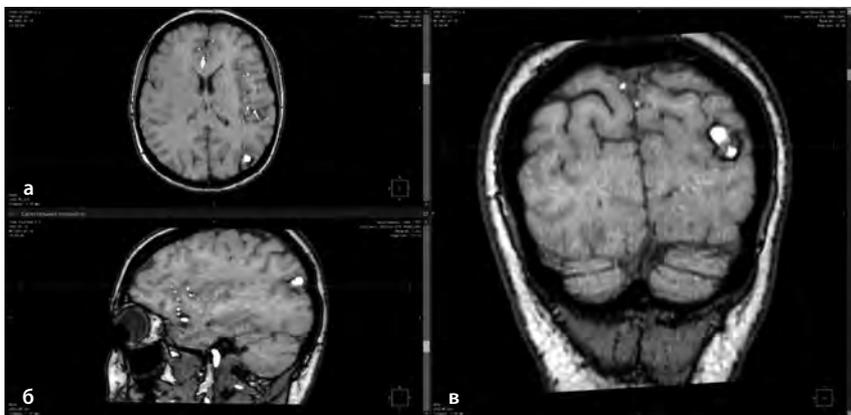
МРТ головного мозга в режиме T1-TOF – бесконтрастной ангиографии. Аксиальный (а), сагиттальный (б) и фронтальный (в) срезы. На стыке теменной и затылочной долей в левом полушарии видна кавернома. Светлые (большой плотности) участки в ней – следы кровоизлияния.
